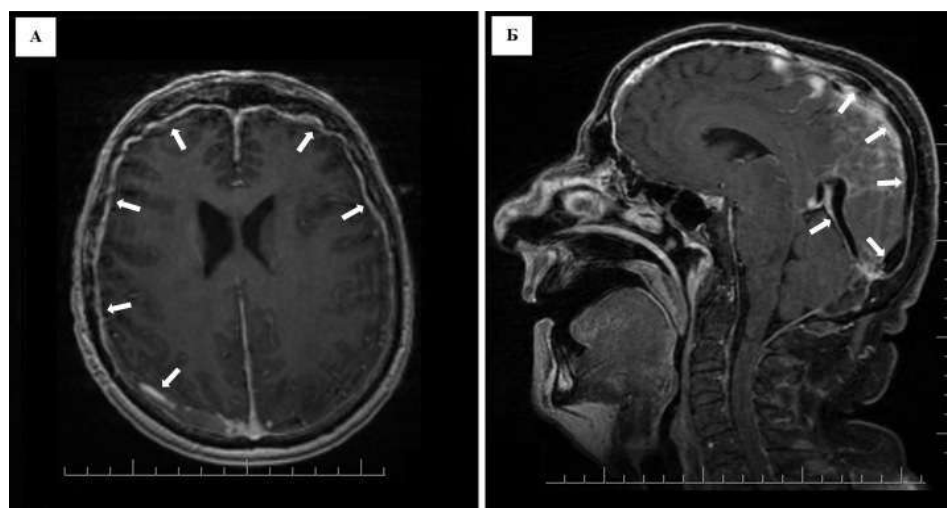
Аксиальная и сагиттальная МР томограммы головного мозга с контрастным усилением. А – МР томограмма головного мозга, взвешенная по Т1, в аксиальной плоскости, после контрастного усиления. Выраженное накопление контрастного препарата твердой мозговой оболочкой (отмечено стрелками). Б - МР томограмма головного мозга, взвешенная по Т1, в сагиттальной плоскости, после контрастного усиления. Расширение синусов твердой мозговой оболочки (верхнего сагиттального и прямого) и вены Галлена (отмечено стрелками)
